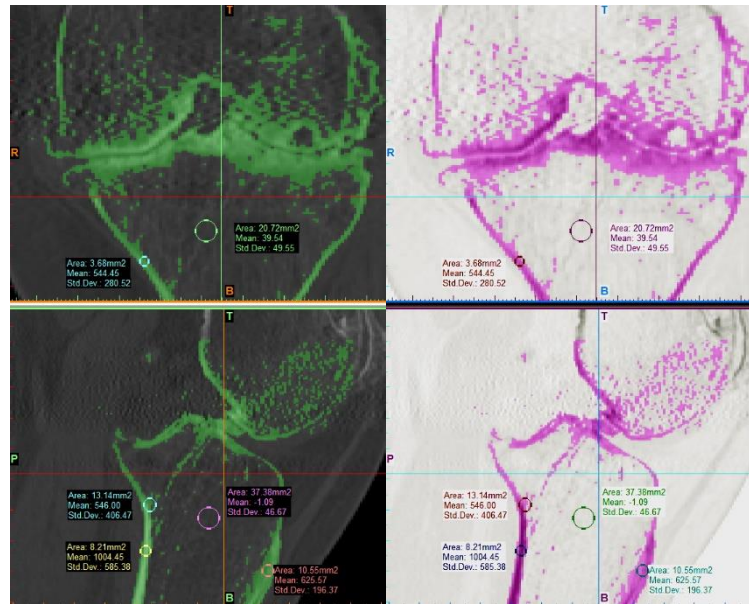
КТ скан. Дистально розташовані шари проксимального відділу великогомілкової кістки з гомогенною структурою
